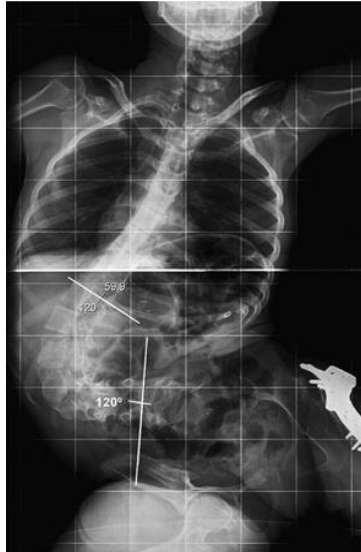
Radiografía anteroposterior de columna total mostrando una escoliosis severa toraco lumbar de convexidad derecha. Tomado de Diaz, (2009).
